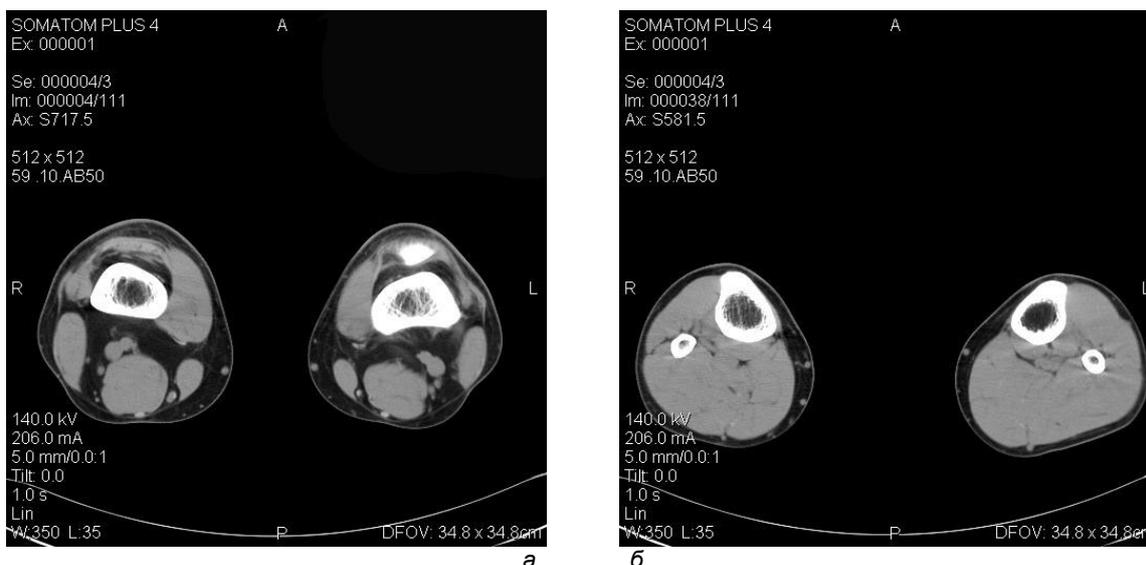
Компьютерная томограмма, выполненная на компьютерном томографе Siemens Somatom Plus 4. Норма:
